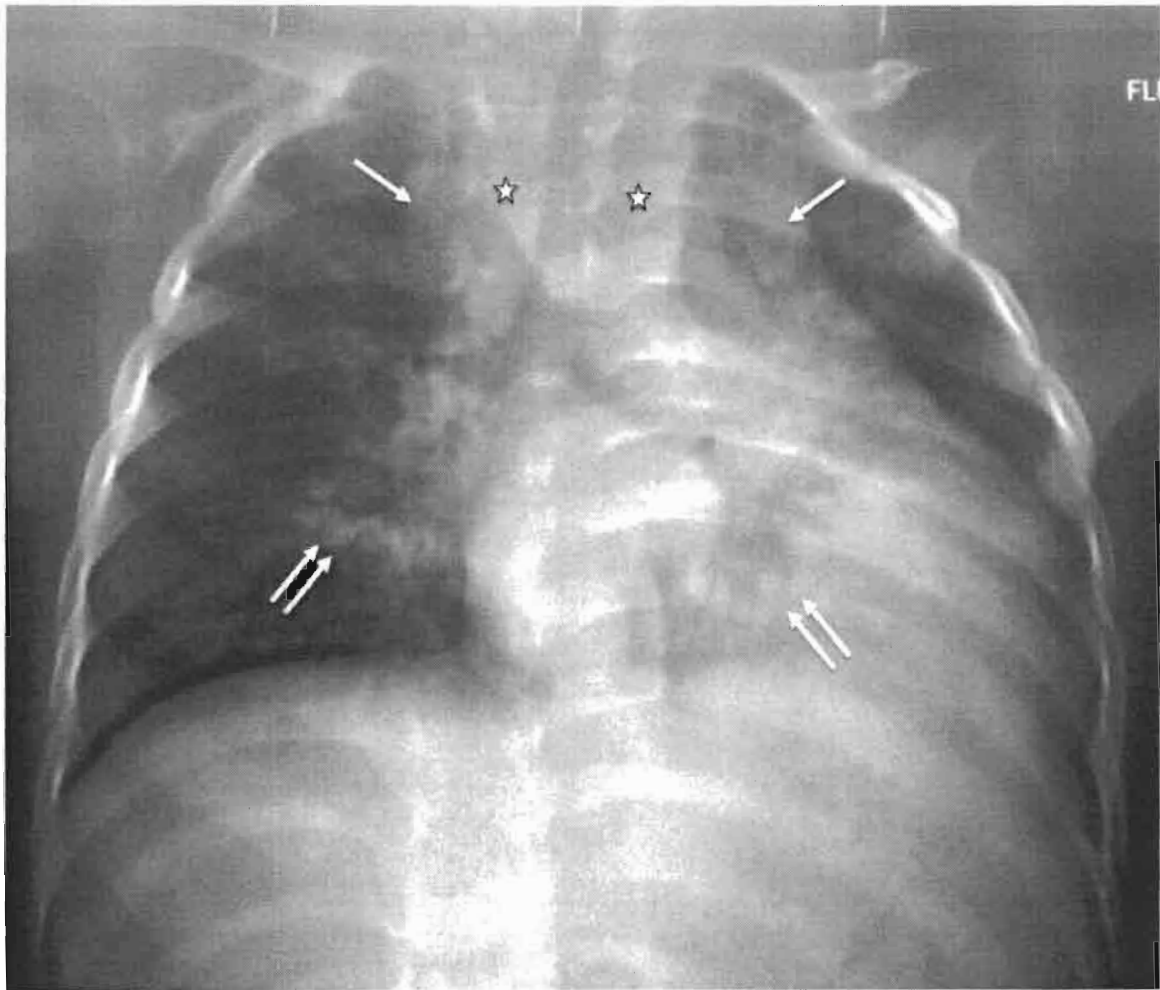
Radiographie thoracique de face chez un nourrisson de 02 ans qui a été reçu pour des adénopathies cervicales fistulisées par en endroits, une toux chronique, une fièvre au long cours et otorrhées purulentes. Nous objectivons une condensation pulmonaire (double flèches), des infiltrats interstitiels apicaux (flèche) et des adénopathies médiastinales (étoile).
